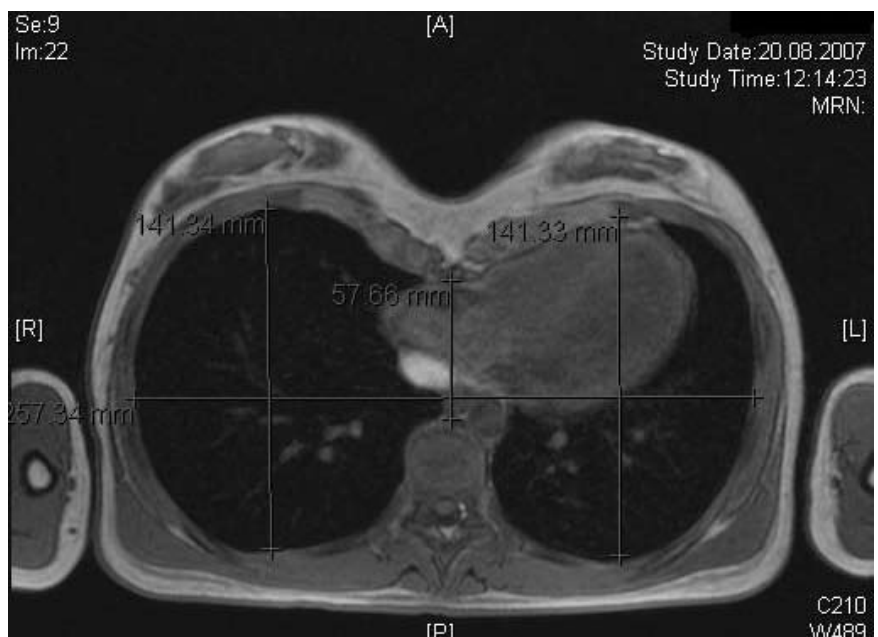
MRT Thorax, präoperativ
